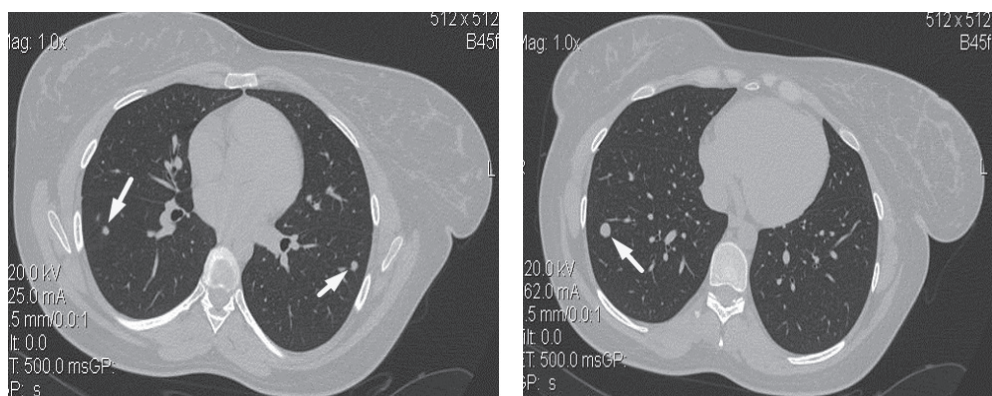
КТ ОГК, стрелками обозначены патологические узлы
